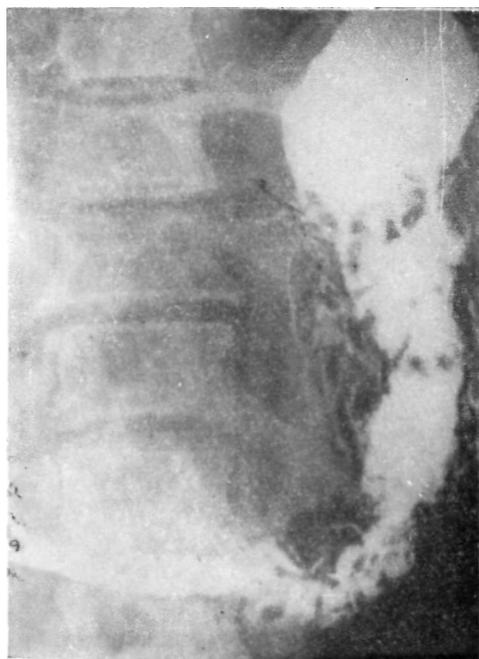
Рентгенограмма желудка больной с кистой тела поджелудочной железы. Желудок оттеснен влево и имеет вдавление по малой кривизне. Складки слизистой желудка не выявляются из-за тесного спаяния стенок желудка и кисты.
